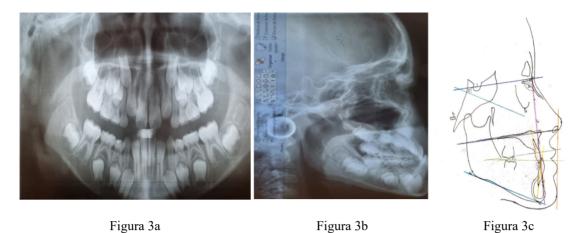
Fotografía de radiografía panorámica u ortopantomografía (a); radiografía lateral de cráneo y análisis de Steiner (b-c)
